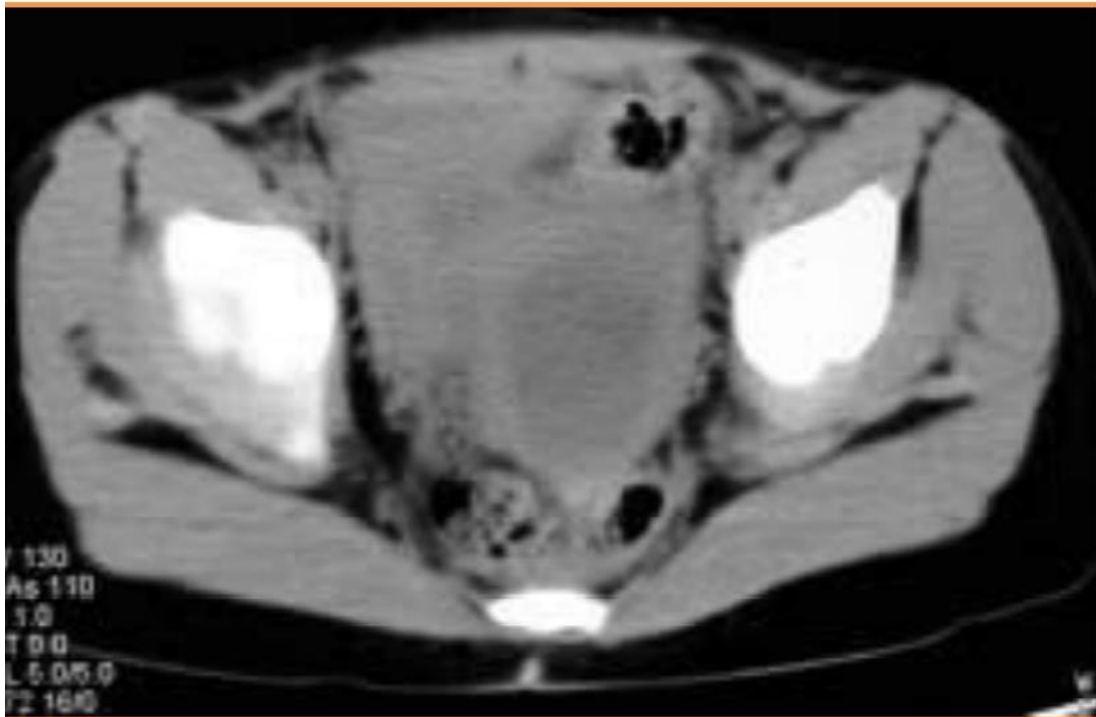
a : TDM pelvienne objectivant une masse pelvienne kystique à contenu liquidien hétérogène, de siège rétro vésicale et latéro-utérine gauche (134)
